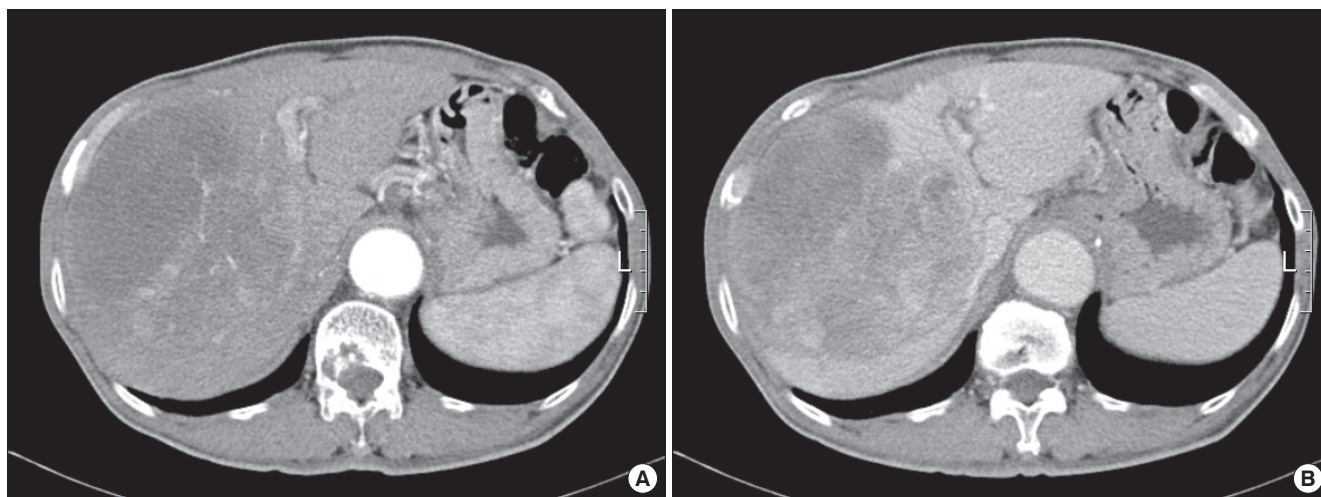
Early-enhanced (A), delayed-enhanced (B) computerized tomographic images of the abdomen. A huge mass lesion is noted in the liver.
